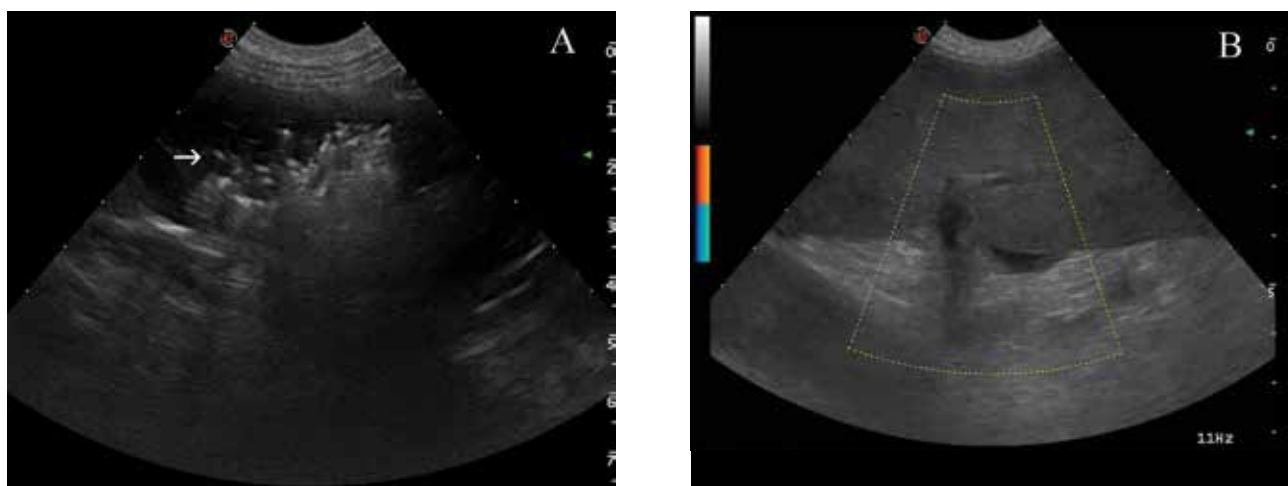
Imagen ecográfica del bazo. (A) Se visualiza hipocogénico con áreas hiperecogénicas asociadas al artefacto de reverberación sugiriendo la presencia de gas intraparenquimatoso. (B) Al aplicar el Doppler-color, no se aprecia vascularización.
